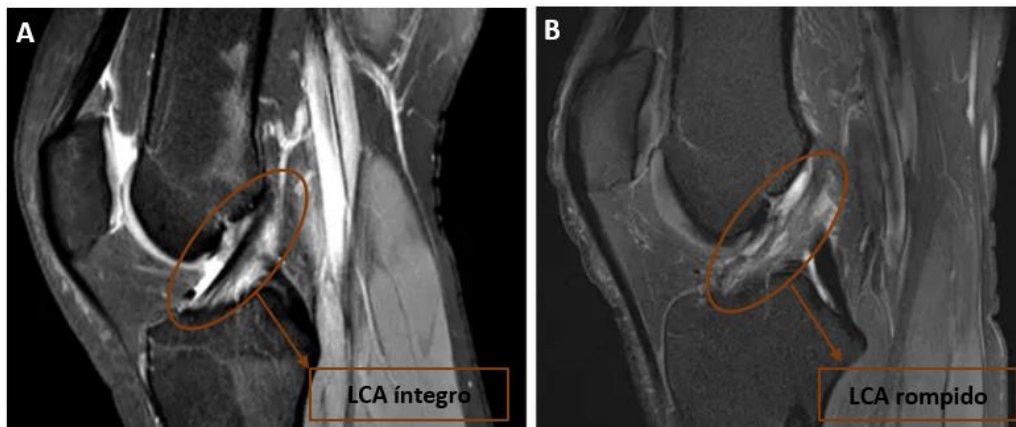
Ressonância Magnética do joelho. (A) Com o LCA normal; (B) Com rutura do LCA. Adaptado da fonte: <https://butturiortopedia.com.br/ligamento-cruzado-anterior/>
